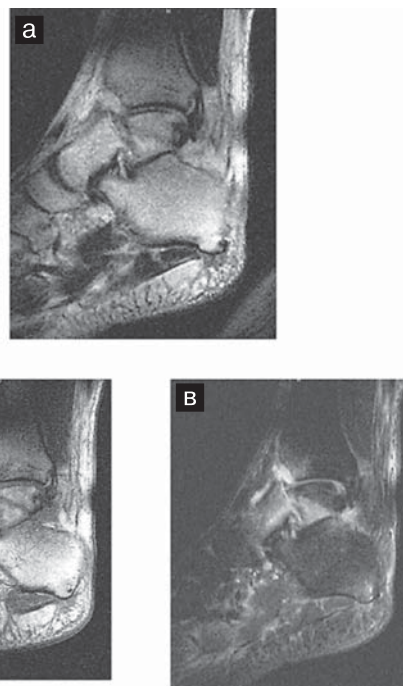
а — сагитальная МРТ в T₂-ВИП, б — сагитальная МРТ в T₁-ВИП, в — сагитальная МРТ в режиме STIR.
